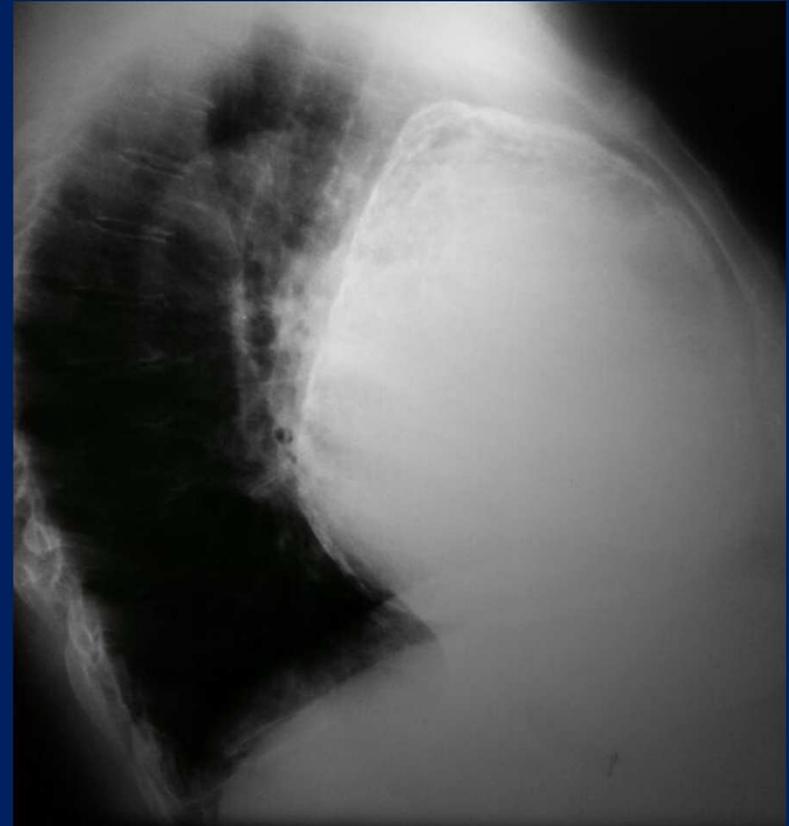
Radiografía de tórax perfil. Muestra la ocupación del mediastino anterior por una gran masa de bordes definidos.
